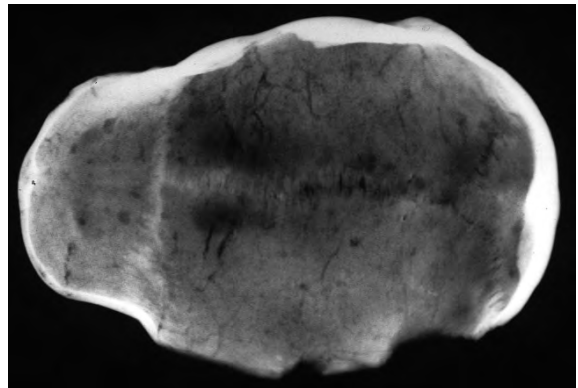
Radiografia del crani de la cova d'Es Morro.
